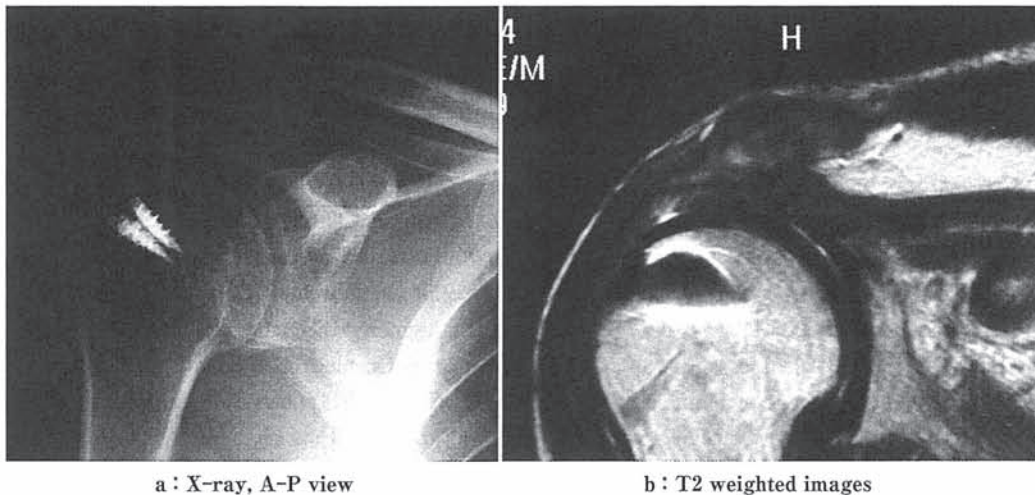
Case 2 : Postoperative X-ray and MRI
